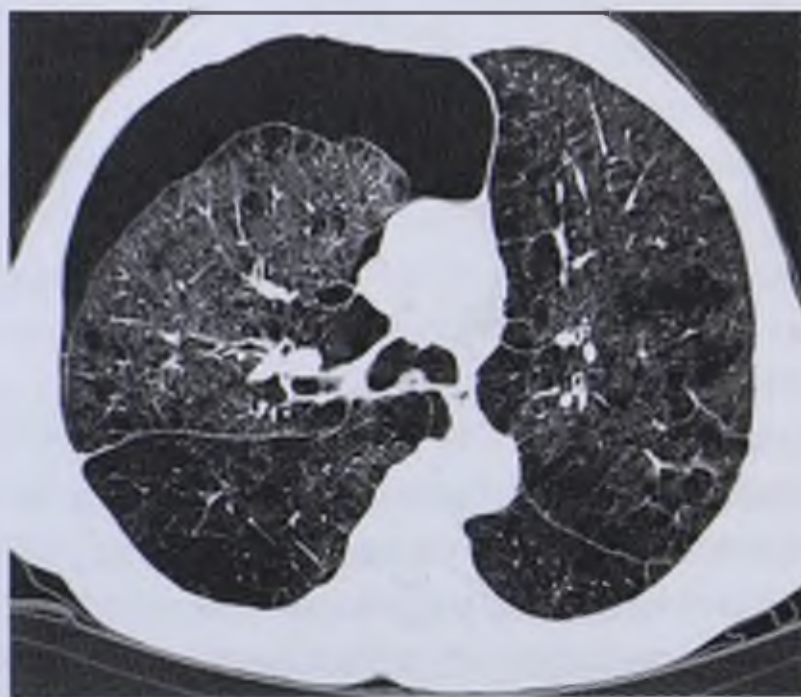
Компьютерная томограмма. Правосторонний спонтанный пневмоторакс
